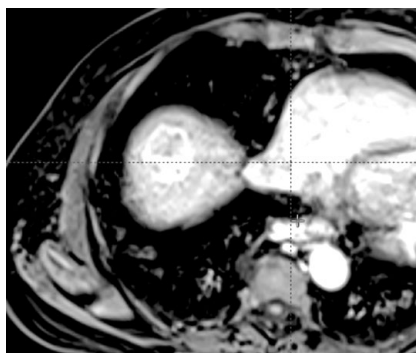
Опухолевый узел в S8 печени по данным МРТ до первого курса СРТ.
